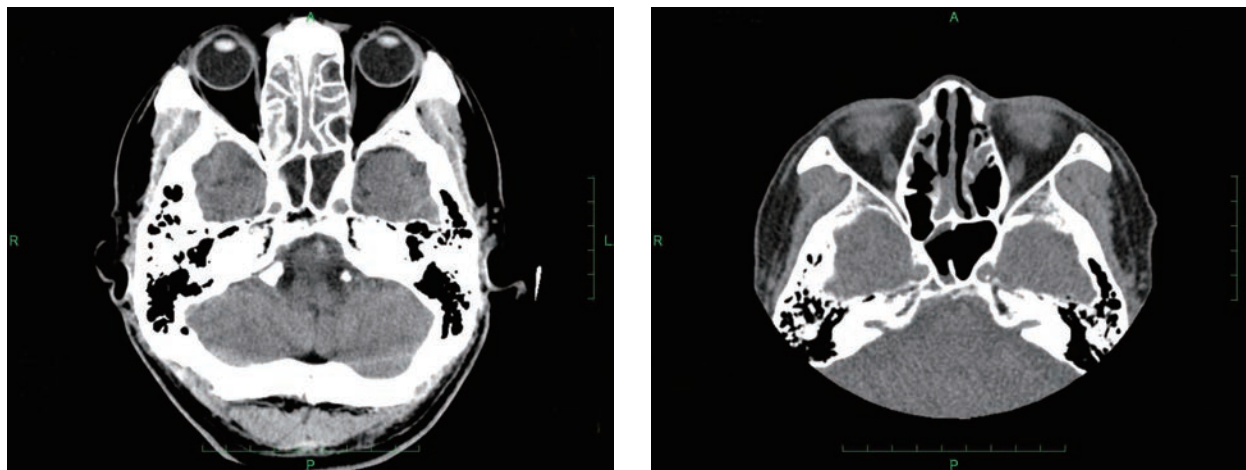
左：X-7年時点の頭部CT画像；右：デュピルマブ治療後の副鼻腔CT画像
